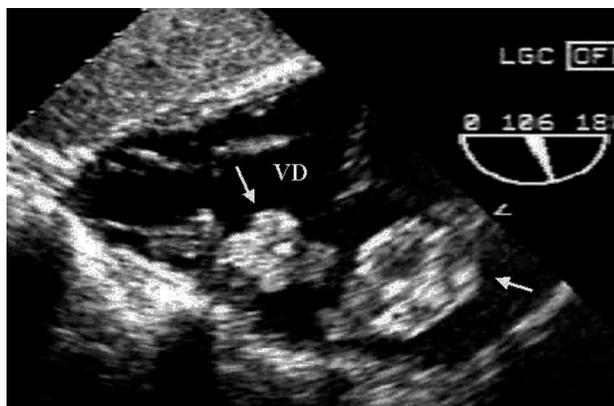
Ecocardiograma transgástrico. Se observan dos mixomas (flechas) en el ventrículo derecho (VD).
